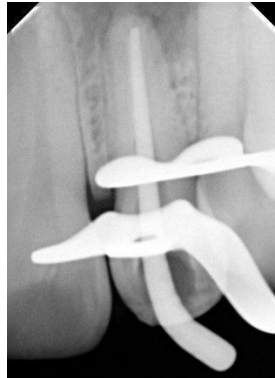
Radiografia com Bio C Temp.
